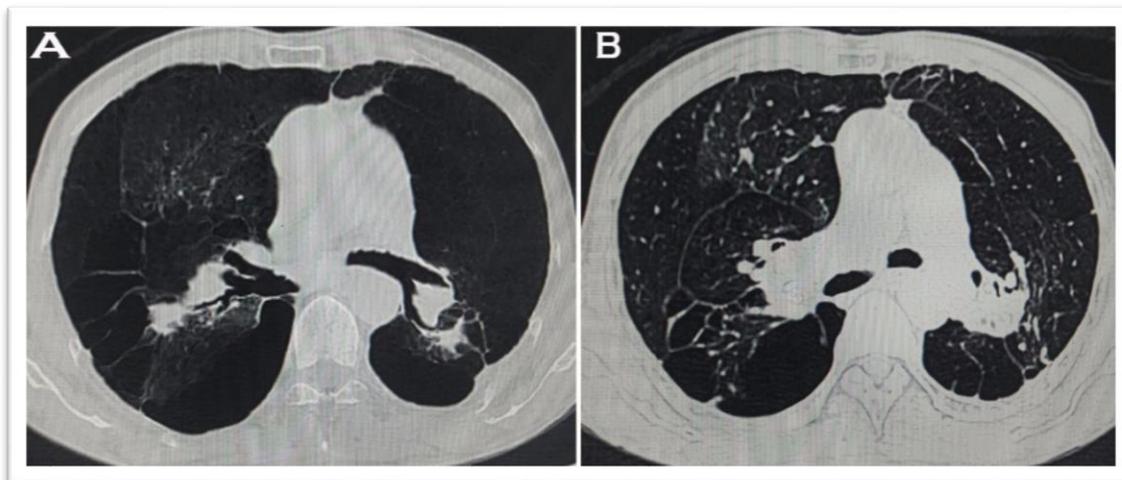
Imagens de Tomografia de Tórax de Alta Resolução, com filtro para o estudo do parênquima pulmonar. (A) Imagem em corte axial, utilizando a ferramenta MinIP. (B) imagem em corte axial, Average. Ambas demonstrando, Proeminente Enfisema Panlobular Bilateralmente.
